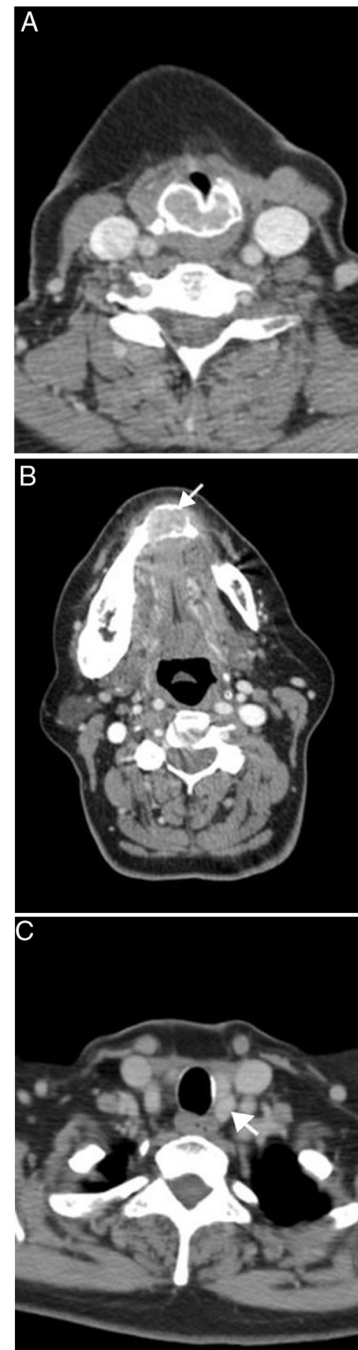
(A - C) mulher de 52 anos com hiperparatireoidismo primário e múltiplos tumores marrons. A imagem de TC realçada por contraste (A) mostra um tumor marrom expansivo que surge da cartilagem cricoide. A massa expansiva lítica mandibular é vista em imagens de TC superiores (B). O adenoma da paratireoide é visto na glândula paratireoide inferior esquerda (C).
